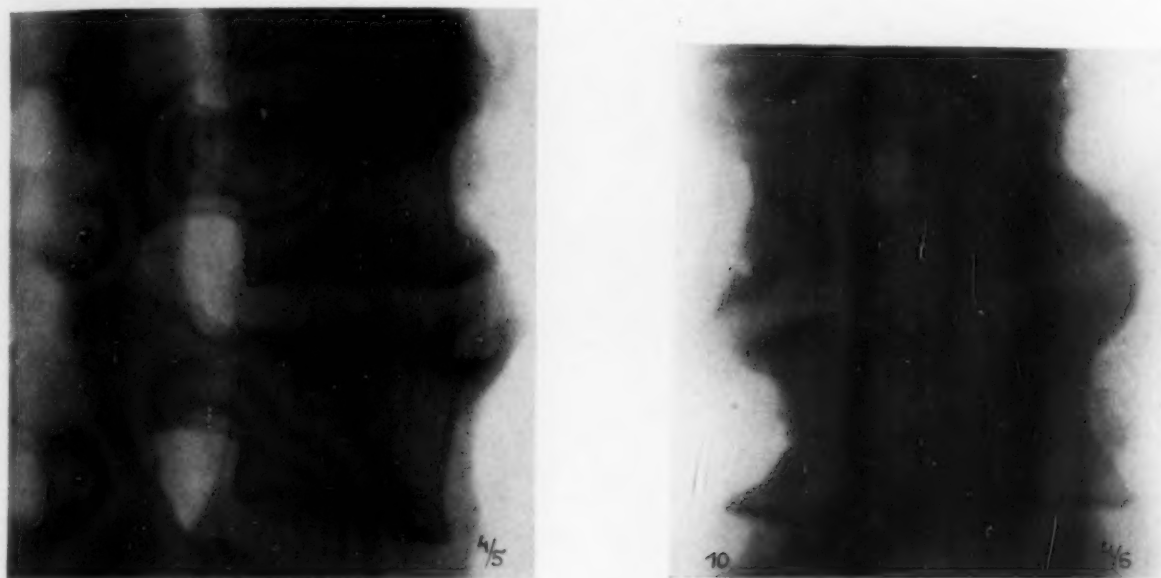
u. 10. Röntgenogramm: Deformierende Prozesse in den Epiphysenwinkeln der abgeplatteten Wirbelkörper.
